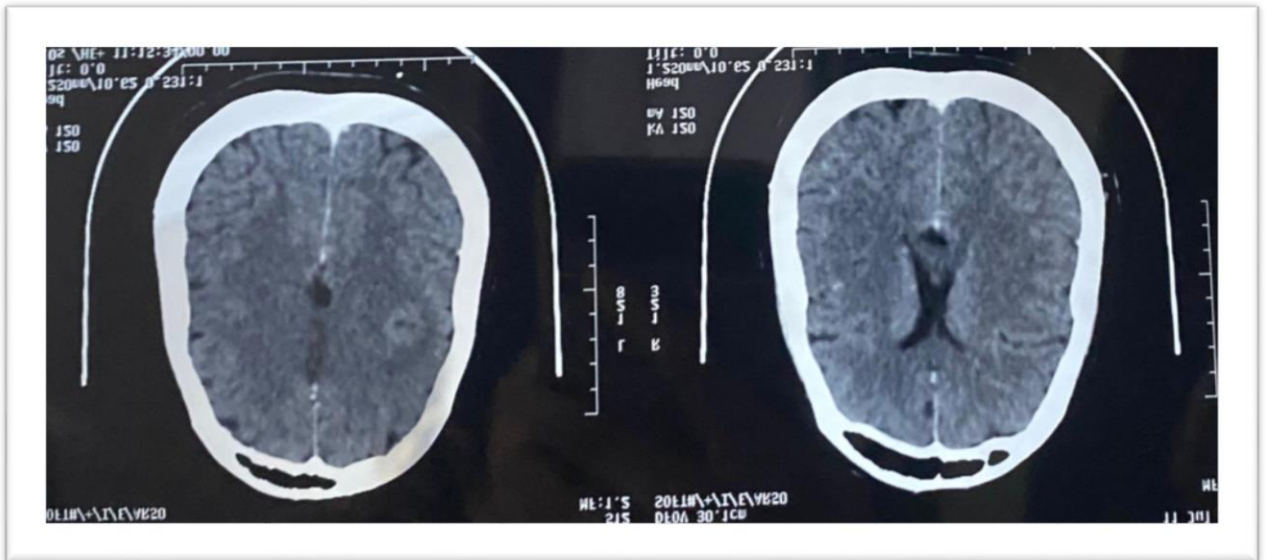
TDM cérébrale en coupe axiale après la reprise de la dérivation montrant l'absence d'anomalie, hormis un aspect collabé du ventricule latéral gauche.
